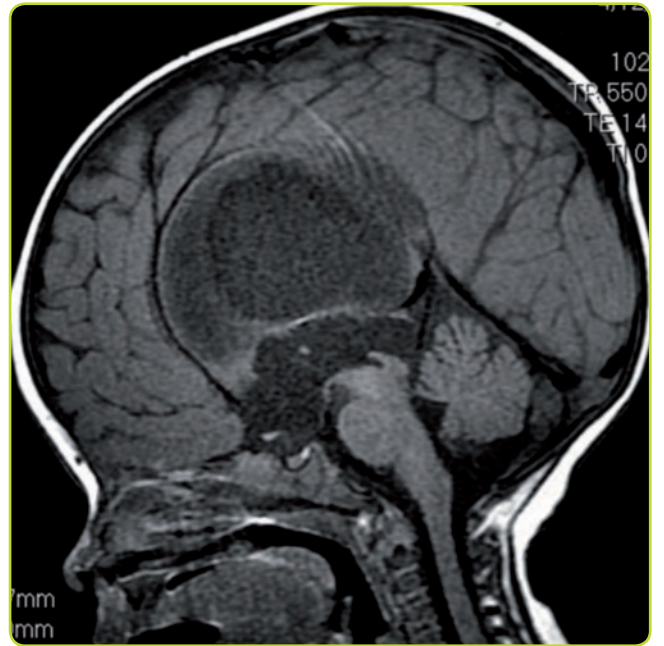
Estenosis acueductal congénita: aumento de la circunferencia craneal y dilatación del tercer ventrículo y de los ventrículos laterales, con un cuarto ventrículo de aspecto normal. La RM sagital permite distinguirla de la compresión por una masa extrínseca.
